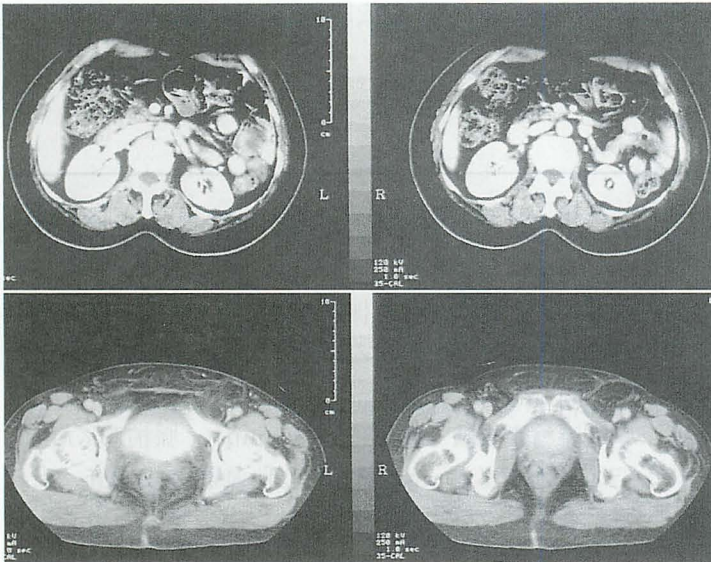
腹部CT検査：（上段）上腹部正中、腎門部の高さレベルで腹直筋の開大した部分がみられ、腹腔内から脂肪を含んだ構造物の突出がみられた。（下段）左鼠径部の皮下組織内に脂肪を含んだ構造物を認める。
